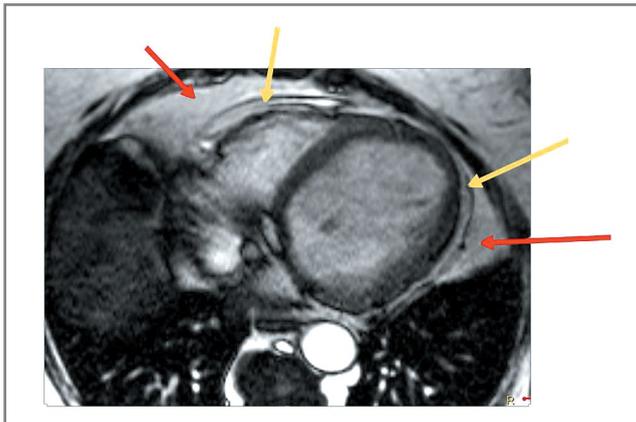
МРТ сердца: T1-взвешенные изображения, поперечная плоскость на уровне желудочков сердца. Красная стрелка указывает на паракардиальный жир (внутригрудной), желтая – эпикардиальный жир.
